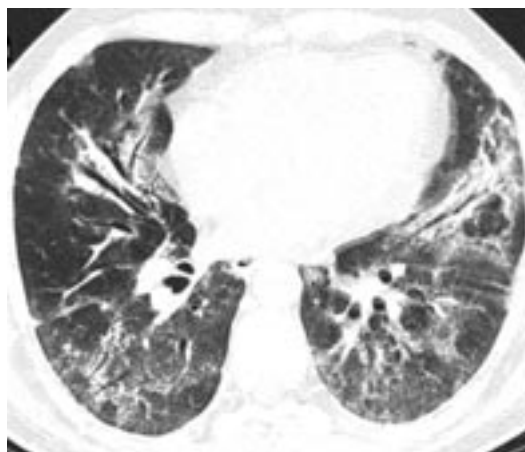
МСКТ, аксиальная проекция: тракционные бронхоэктазы, прослеживающиеся до периферических отделов легких при экзогенном аллергическом альвеолите
